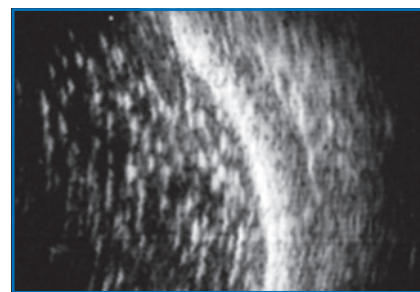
Aspect échographique de microbulles d'huile de silicone résiduelles après ablation.
